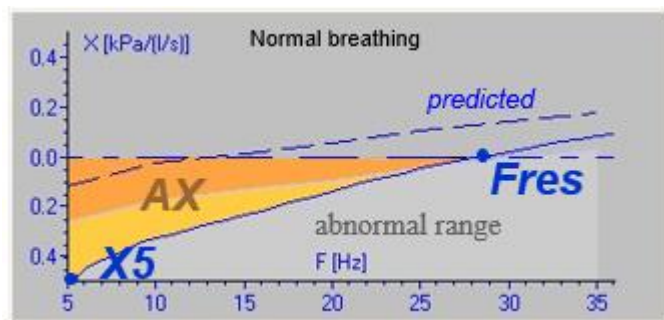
X5 Reactancia capacitativa distal. Fres Frecuencia de resonancia.
